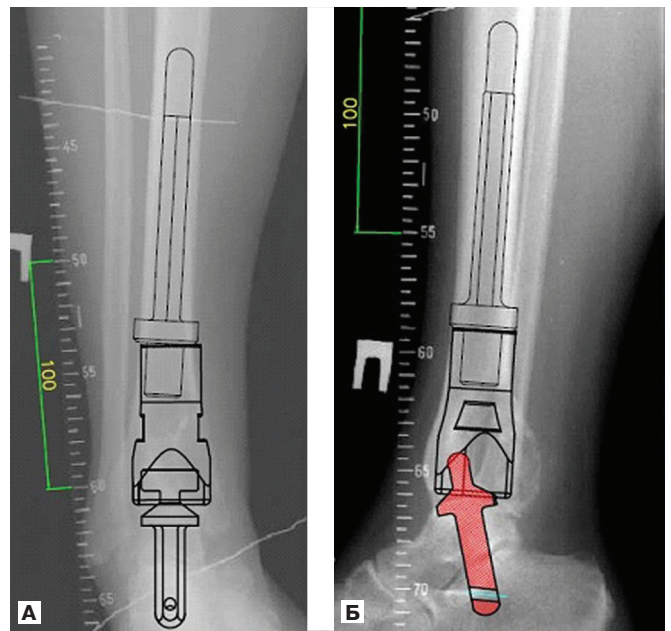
Рентгенограмма дистального отдела правой большеберцовой кости с предоперационной планировкой. А. Прямая проекция. Б. Боковая проекция.
